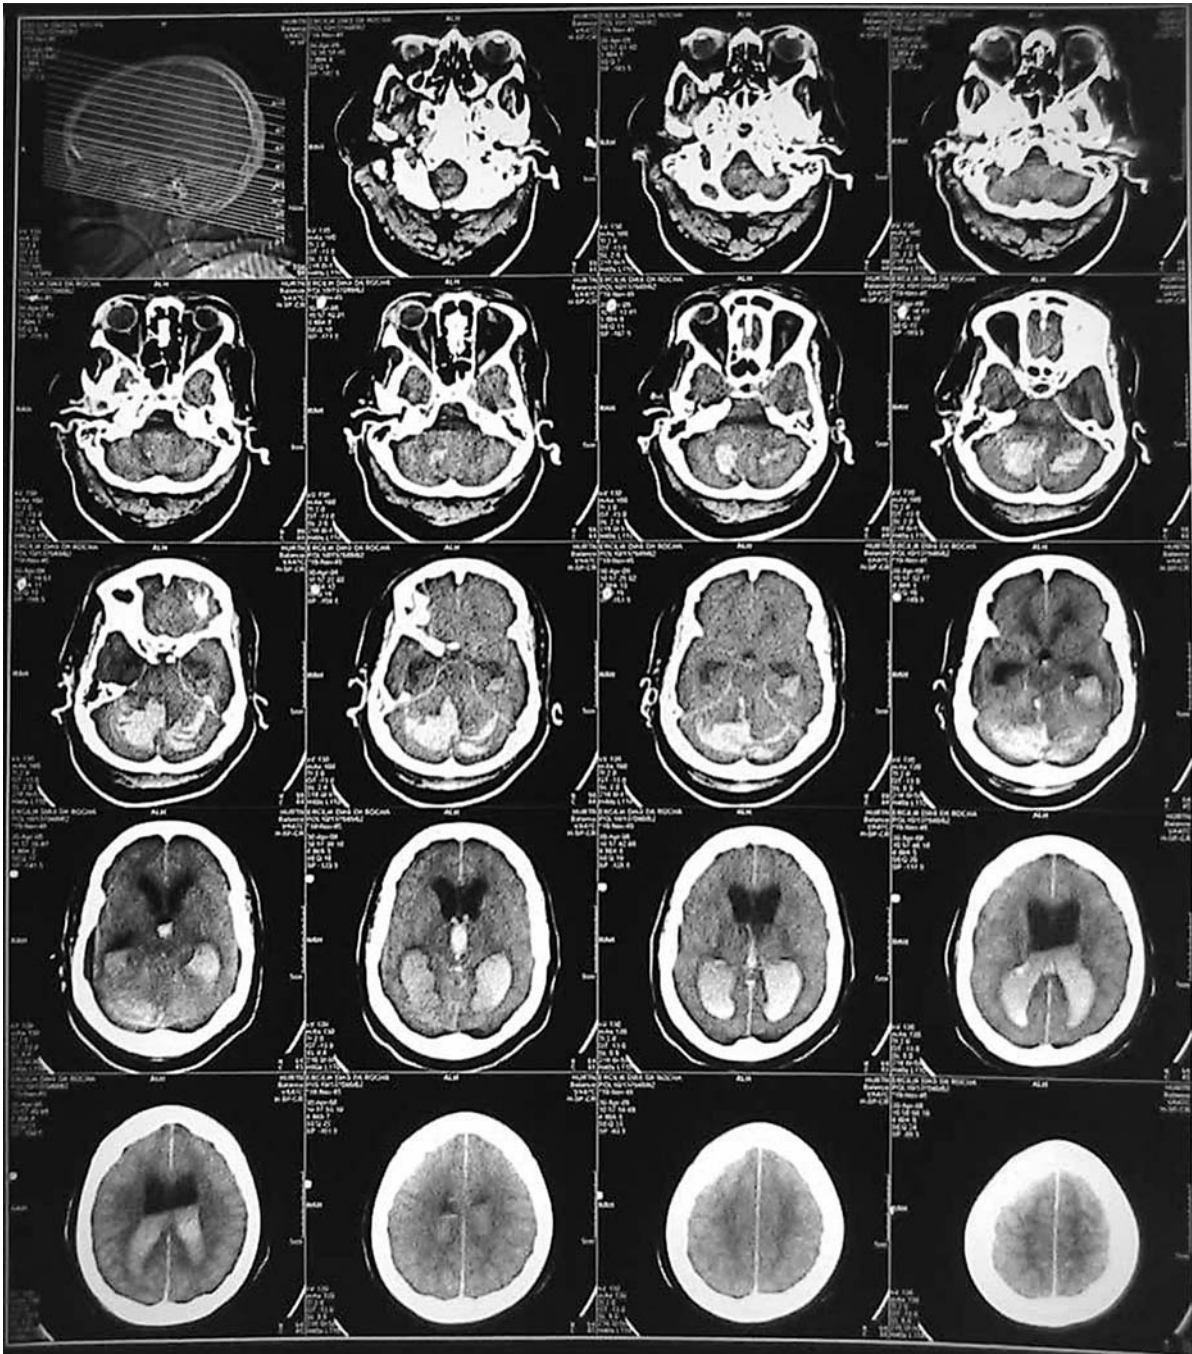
Tomografia computadorizada revelando hematoma cerebelar volumoso, com compressão sobre o tronco cerebral, inundação ventricular e apagamento difuso dos sulcos cerebrais.
